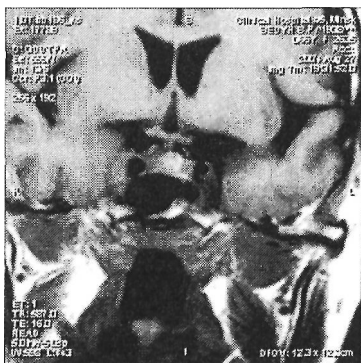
МРТ головного мозга у больного с аутоиммунным СТХ: в области наружной стенки кавернозного синуса определяются гиперинтенсивные на T_{2w} очаги до 6 мм в диаметре, прилегающие к левой внутренней сонной артерии
